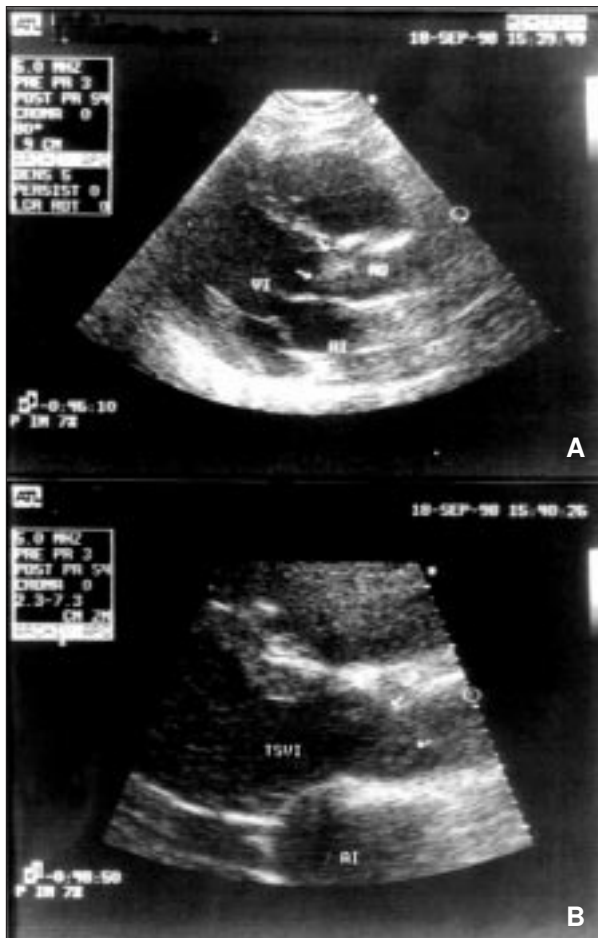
Ecocardiograma bidimensional: eje largo de ventrículo izquierdo. A) Se visualiza masa tumoral adyacente al plano valvular aórtico en el tracto de salida del ventrículo izquierdo. B) En imagen ampliada, la misma masa tumoral se visualiza por encima del plano valvular aórtico demostrando movilidad.
